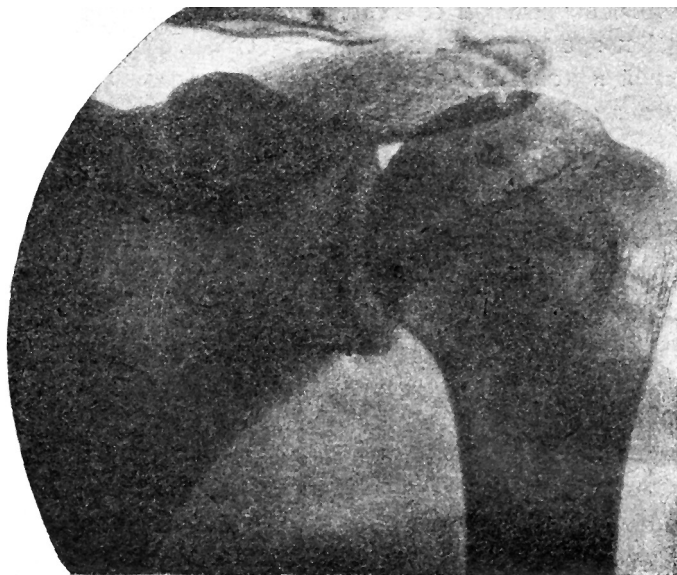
Рентгеновский снимок плечевого сочленения. Справа просвечивает плечевая кость с шаровой головкой, слева — лопатка с ее впадиной. Наверху виден еще ключичный отросток лопатки (по Р. Фикку)
